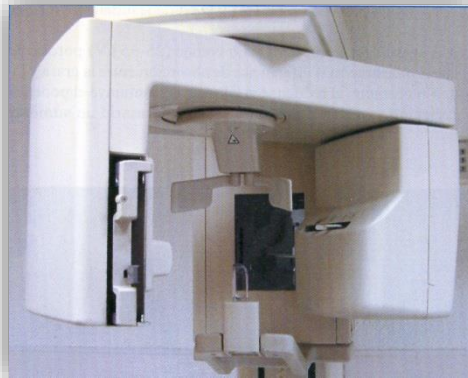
Componentes principales de un ortopantomógrafo (87).
